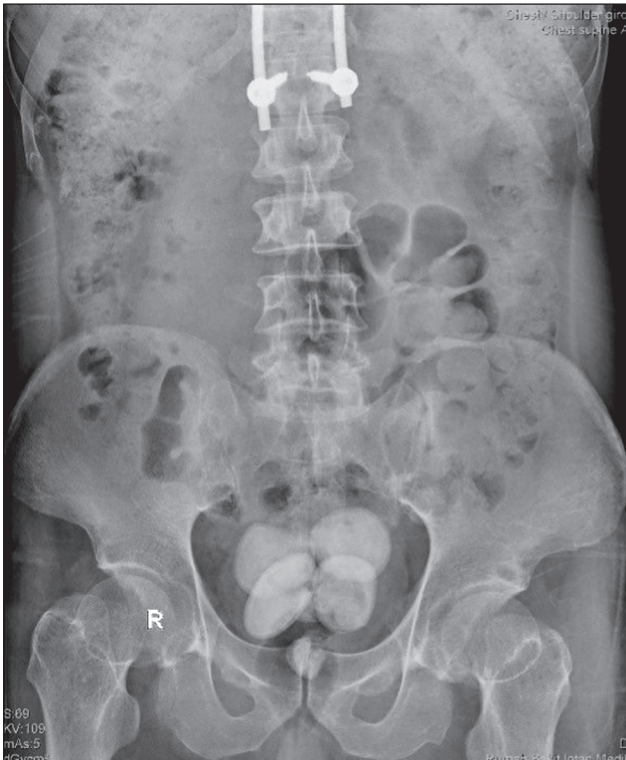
Plain abdominal X-ray examination of the patient
